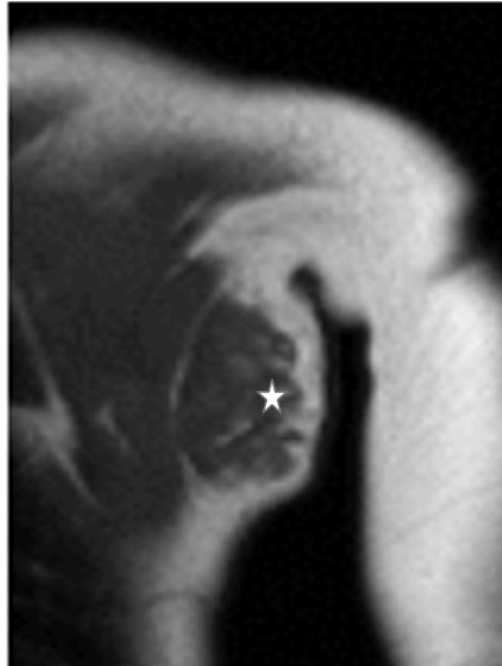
Hamartome fibreux infantile au niveau axillaire gauche chez un garçon de 8 mois. L'IRM coronale pondérée T1 montre une masse sous-cutanée bien délimitée et légèrement lobulée dans l'axillaire gauche (étoile).
